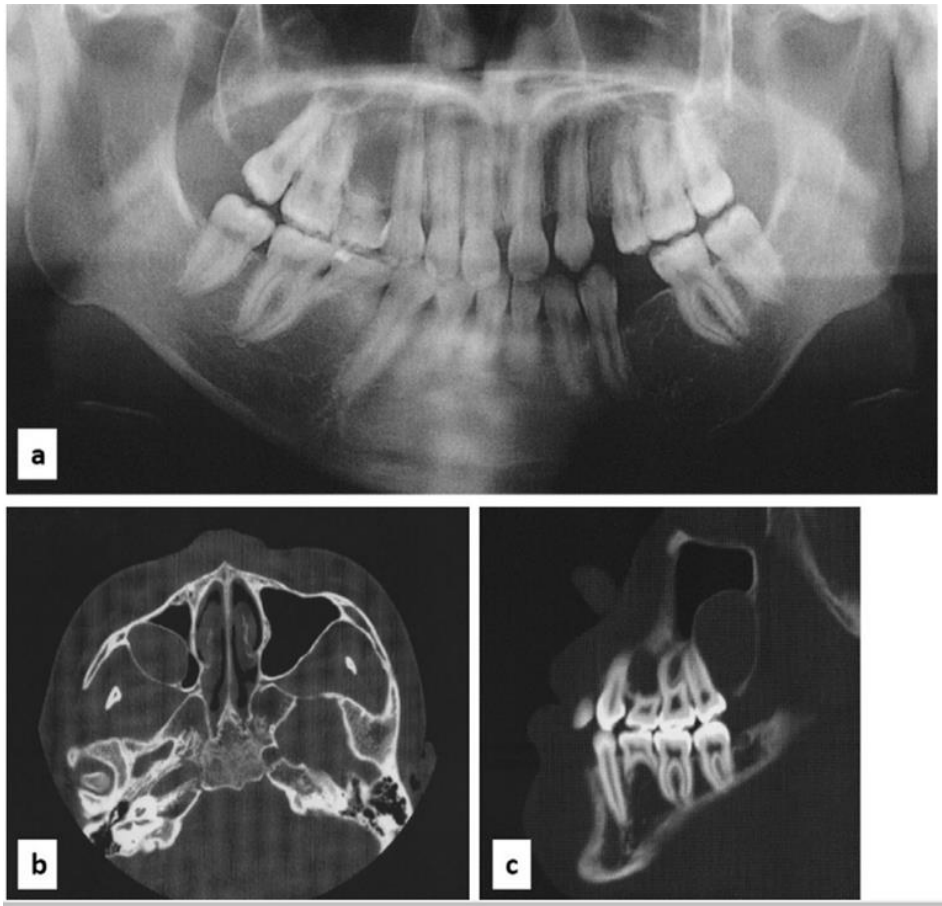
Radiografía panorámica y tomografía computarizada alrededor de 5 años 3 meses después de la sexta cirugía.
